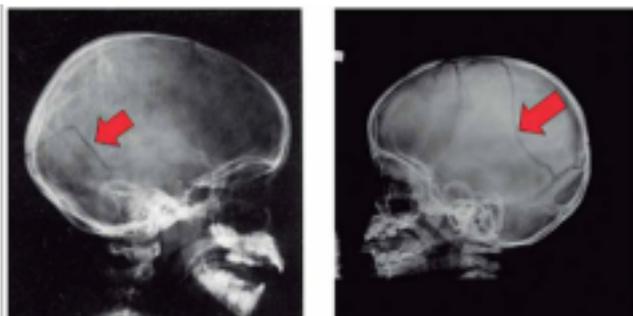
radiografías simple cráneo en niños las flechas indican zonas con línea de fractura. fuente: Traumatismos craneoencefálicos N. Silva Higuero*, A. García Ruano *Servicio de urgencias. Hospital Medina del Campo. Valladolid C.S. Carballada. Mombuey. Zamora
